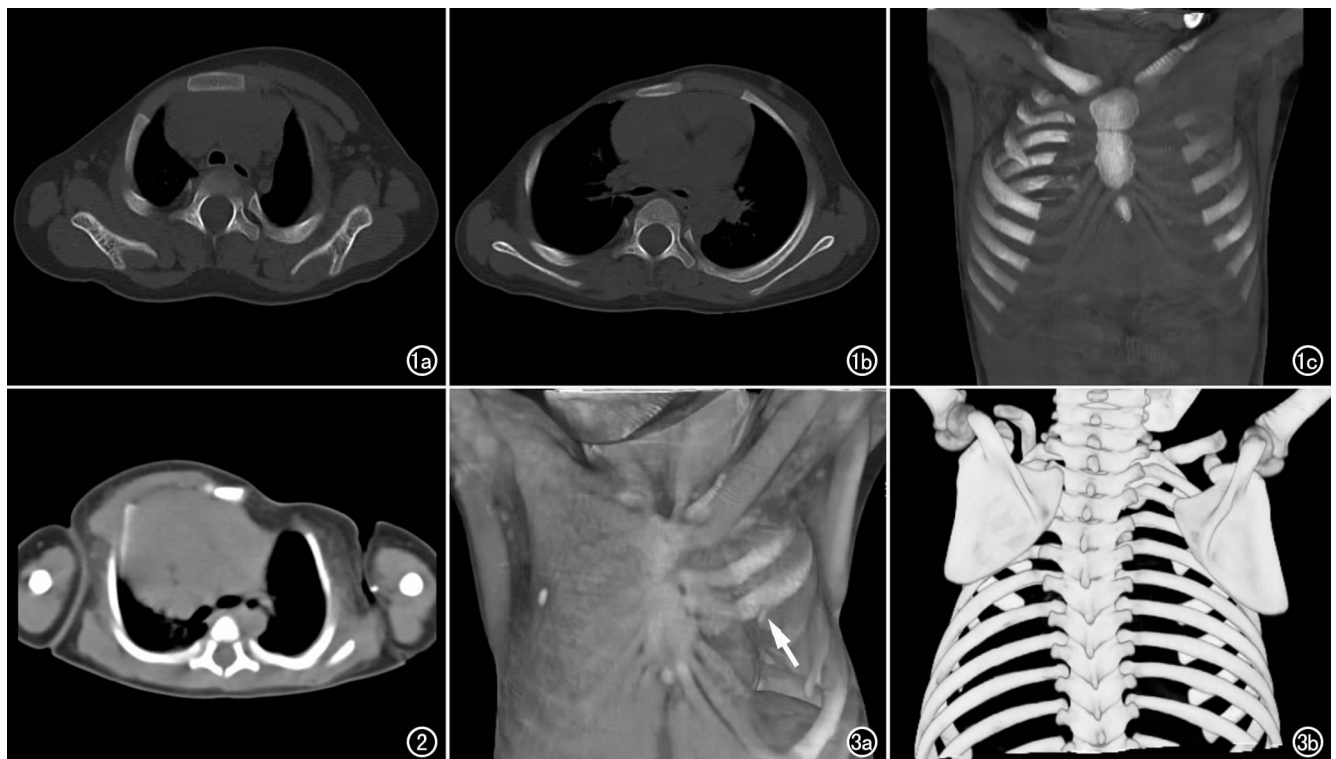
女,3 岁。a) CT 横轴面平扫示右侧胸大肌胸肋部、胸小肌缺如; b) CT 横轴面平扫示右侧胸廓塌陷,胸骨向右侧倾斜,右侧肋间肌缺如,右侧乳腺缺如; c) VR 重组图像示右侧第 2~3 肋骨小,形态不规整,第 2~3 肋软骨发育不良。图 2 女,2 岁,左侧胸大肌缺如,胸廓塌陷,心脏位于右侧胸腔内。图 3 女,3 岁。a) VR 重组图像显示左侧胸大肌胸肋部、胸小肌、肋间肌等缺如,左侧乳芽发育小且向下移位(箭),左侧第 4~5 肋骨、肋软骨发育不良; b) VR 重组图像示左侧肩胛骨高位。
